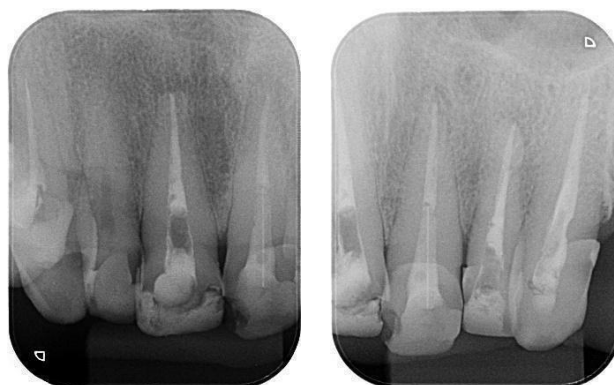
Radiografia periapical após remoção do pino de fibra de vidro e retratamento endodôntico dos elementos 11 e 22
